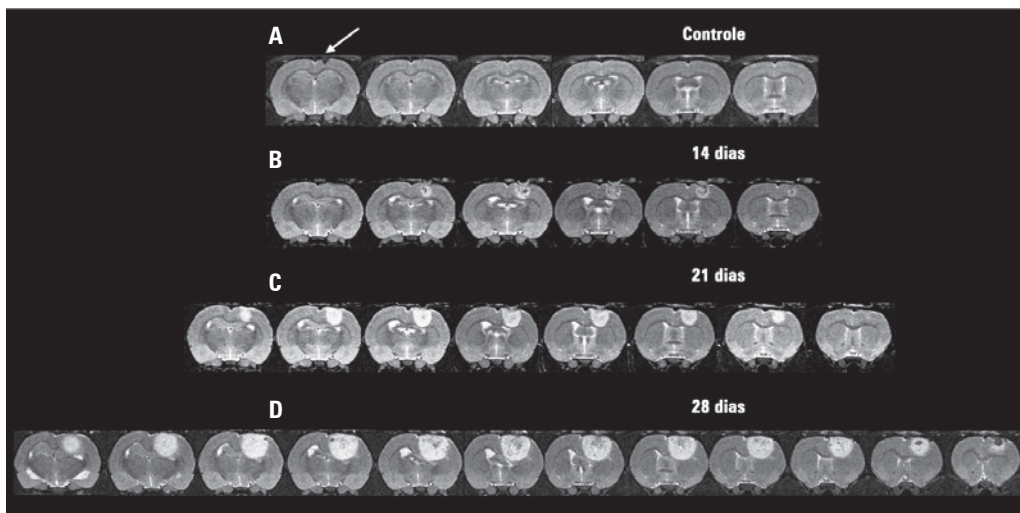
Evolução tumoral do modelo C6 acompanhada por imagem de ressonância magnética. Estas imagens apresentam seqüências de fatias dos cérebros, nas quais foi possível observar o tumor. (A) Cérebros em que foi injetado somente o meio de cultura e não se observou crescimento tumoral. Note (seta), superficialmente ao córtex, a região de introdução da agulha. (B) Após 14 dias, foi possível observar sinal intenso na região de inoculação das células tumorigênicas, na qual o volume do tumor alcançou $13,7 \pm 2,5 \text{ mm}^3$. (C) No 21º dia, pode-se evidenciar um tumor circular bem delimitado com volume de $31,7 \pm 6,5 \text{ mm}^3$. (D) 28 dias após a inoculação, foi possível observar uma grande massa tumoral promovendo compressão da região ventricular, cujo volume calculado foi de $122,1 \pm 11,8 \text{ mm}^3$
